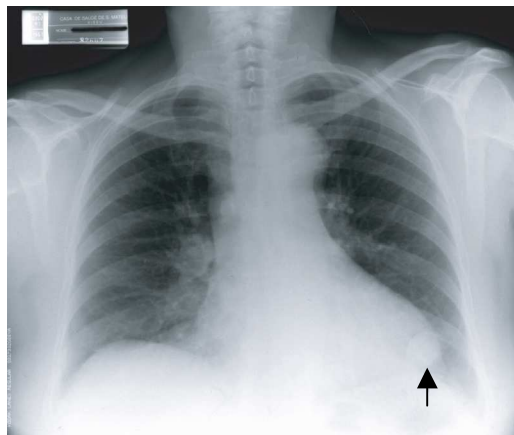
Radiografia do tórax. Opacidade nodular referenciada com seta.
